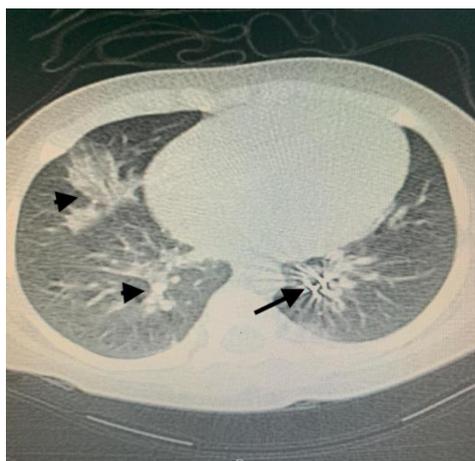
Tomografia de tórax sem contraste evidenciando corpo estranho metálico (seta) à esquerda e áreas de consolidação parenquimatosas (pontas de seta) à direita, de provável natureza inflamatória.
